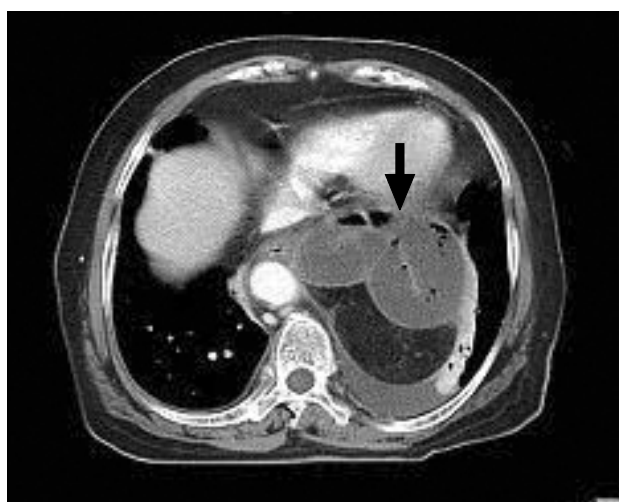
Abdomen CT. Herniation of proximal jejunum into the hemithorax via left diaphragmatic defect. Diffuse fluid filled small bowel dilatation with suggested distal small bowel obstruction (arrow).
